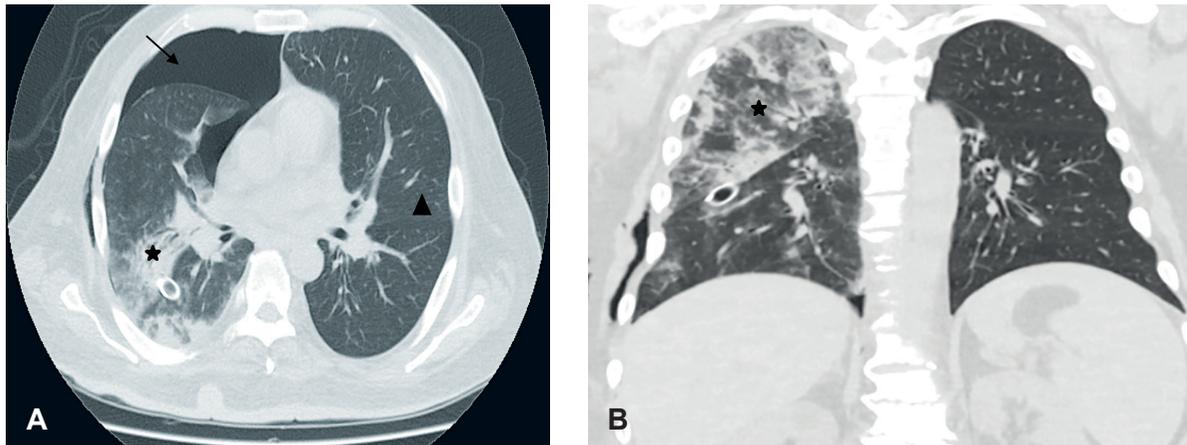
Tomografía computarizada de tórax (A: plano axial, B: plano coronal) que confirma la presencia de áreas de consolidación en parches, mal definidas (estrella), multilobares derechas, con persistencia de neumotórax (flecha) y tubo de drenaje. Campo pulmonar izquierdo sin alteraciones (triángulo).
